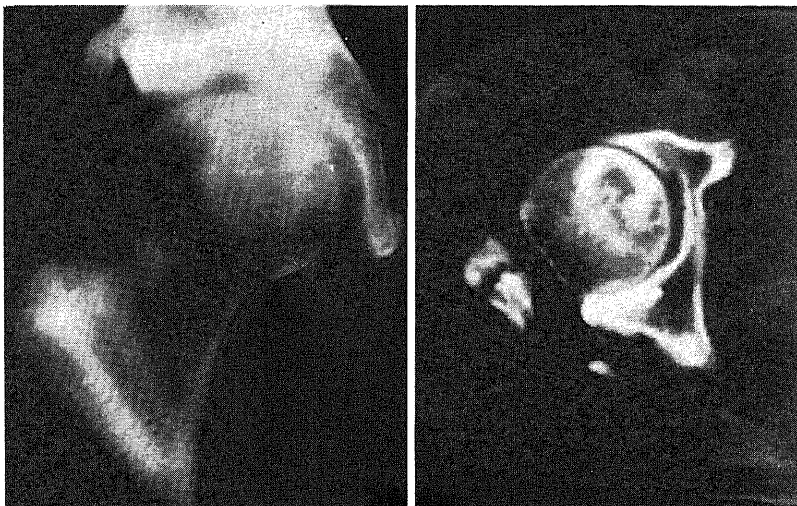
Tomogram (left) and CT scan (right) of the same case as in Fig. 15 taken at the same time. Note the well-demarcated necrotic area.
